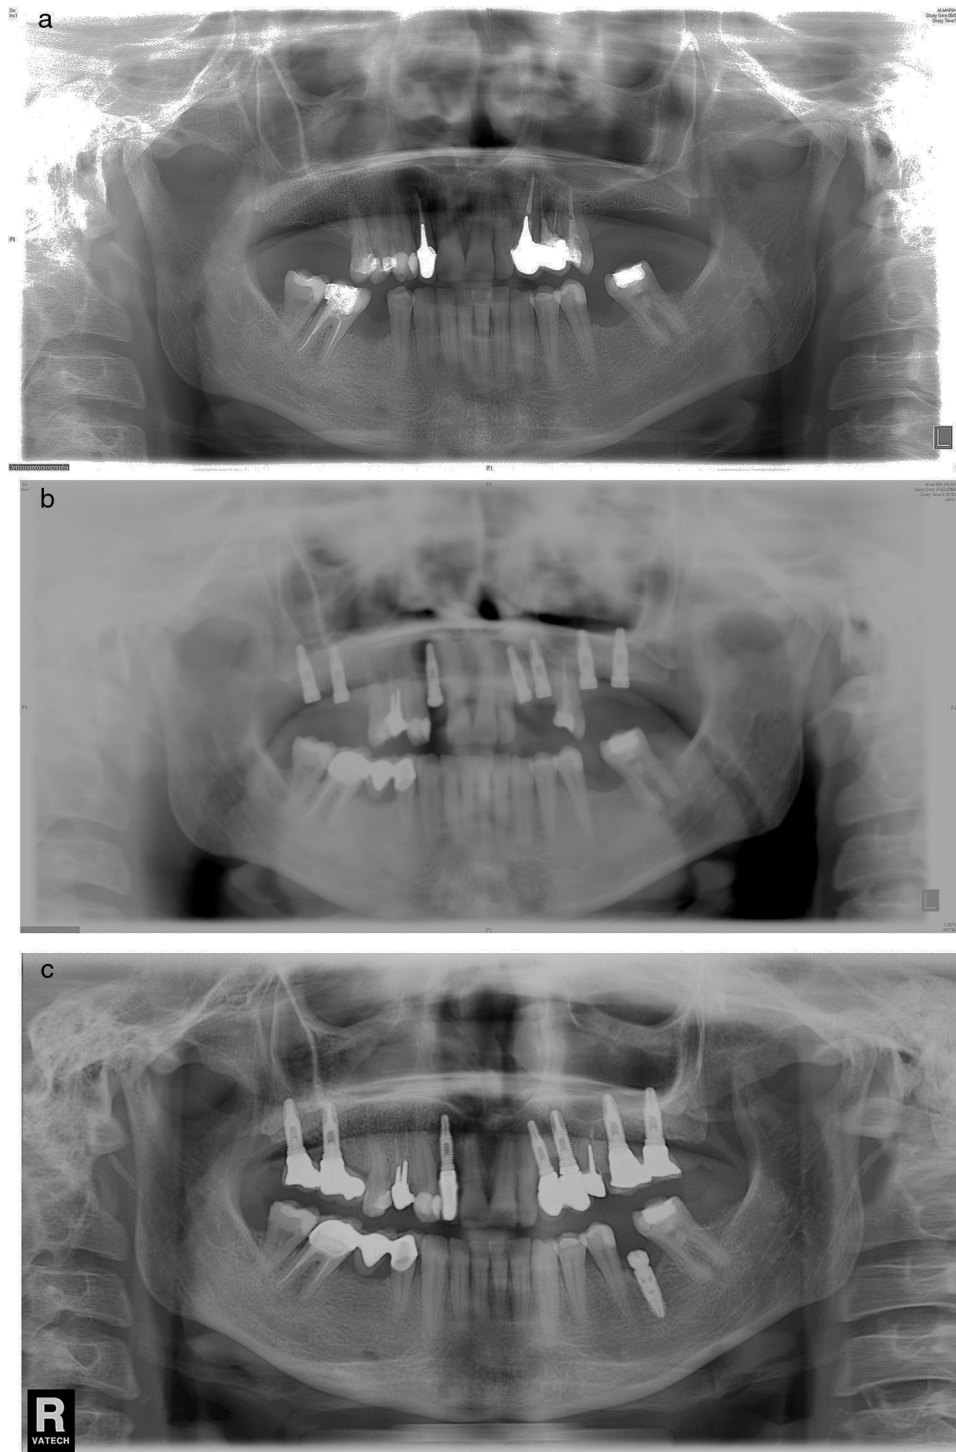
a) Caso número 6: radiografía preoperatoria que muestra lesión periapical quística a nivel del incisivo lateral superior derecho. Se realizó exodoncia del diente 12 y legrado del área apical con buena cicatrización. b) Vuelve a aparecer el área periapical después de la inserción del implante que presenta buena estabilidad; se realizó curetaje. c) Resultado final después de cirugía periapical asociada con relleno óseo.
